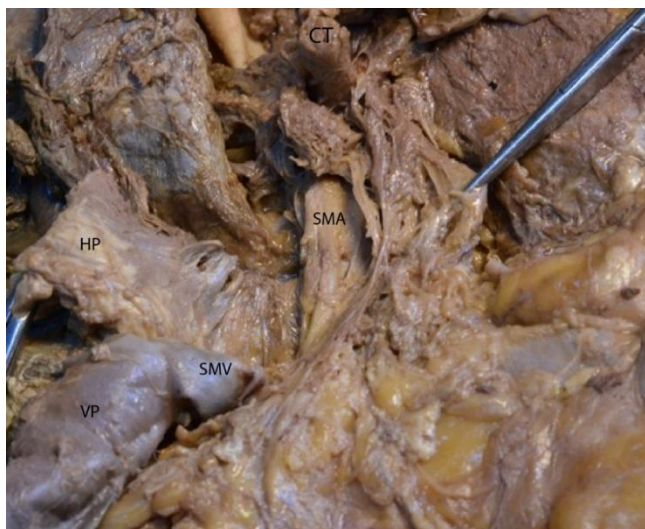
Lama retroportală reflectată. SMV – vena mezenterică superioară; VP – vena portă; HP – capul pancreasului (tracționat la dreapta); CT – trunchiul celiac; SMA – artera mezenterică superioară. În pensă – lama retroportală ușor tracționată către stânga.
